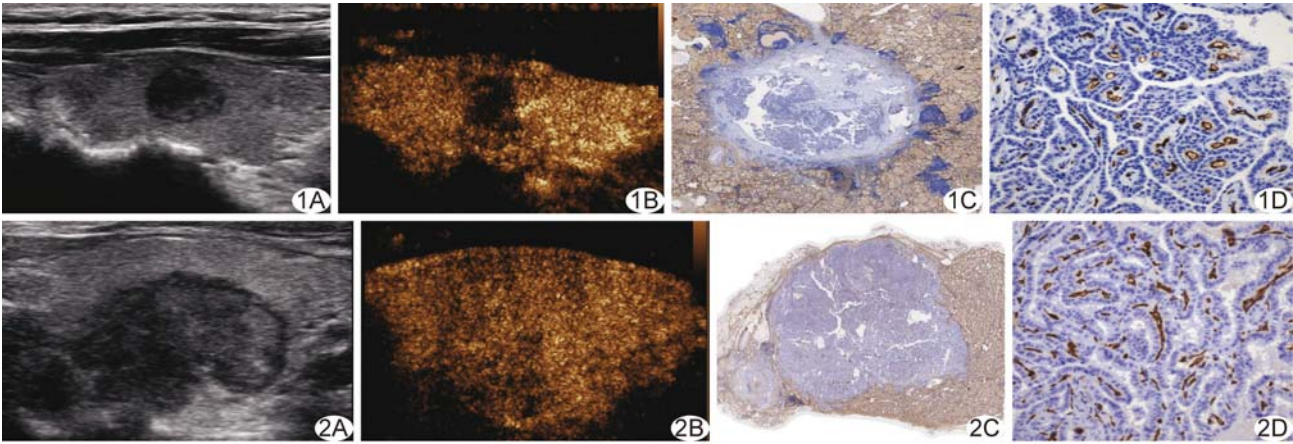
PTC 患者,男,33 岁,未转移组 A. 二维超声示甲状腺右叶中部低回声结节,边界清,形态规则; B. CEUS 呈低增强; C. 结节 CD34 染色全景图像示结节中心区及周边区可见多发坏死及纤维化区域(CD34 染色,×10); D. 结节内微血管呈特异性棕黄色染色,结节中心区 MVD 计数为 85.88 个/mm²,周边区为 99.93 个/mm²(CD34 染色,×200) 图 2 PTC 患者,女,47 岁,转移组 A. 二维超声示甲状腺右叶低回声结节,边界欠清,形态不规则,内可见点状钙化; B. CEUS 呈中等增强; C. 结节 CD34 染色全景图像显示结节微血管丰富(CD34 染色,×10); D. 结节内微血管呈特异性棕黄色染色,结节中心区 MVD 计数为 395.55 个/mm²,周边区为 417.71 个/mm²(CD34 染色,×200)
